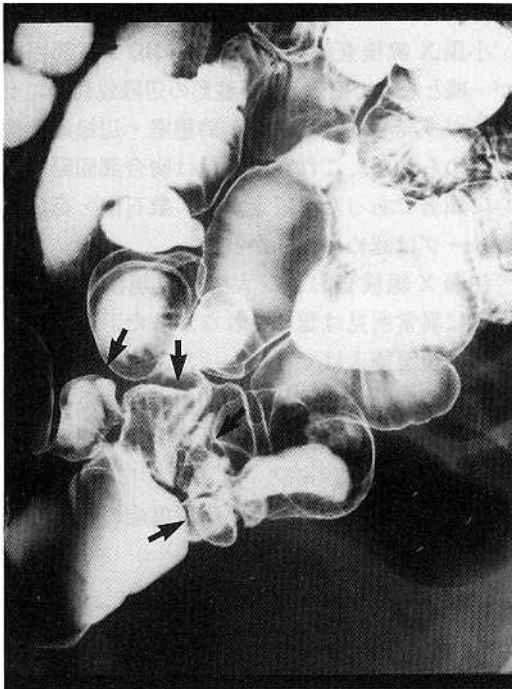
Double contrast x-ray study of the small intestine. Multiple ulcers, stenoses and rigidity of the lumen in the terminal ileum (arrows) are shown.
